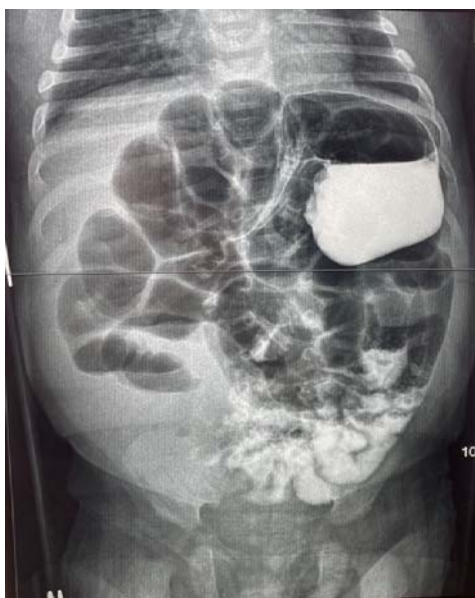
Radiografie abdominală cu contrast (30 min).
